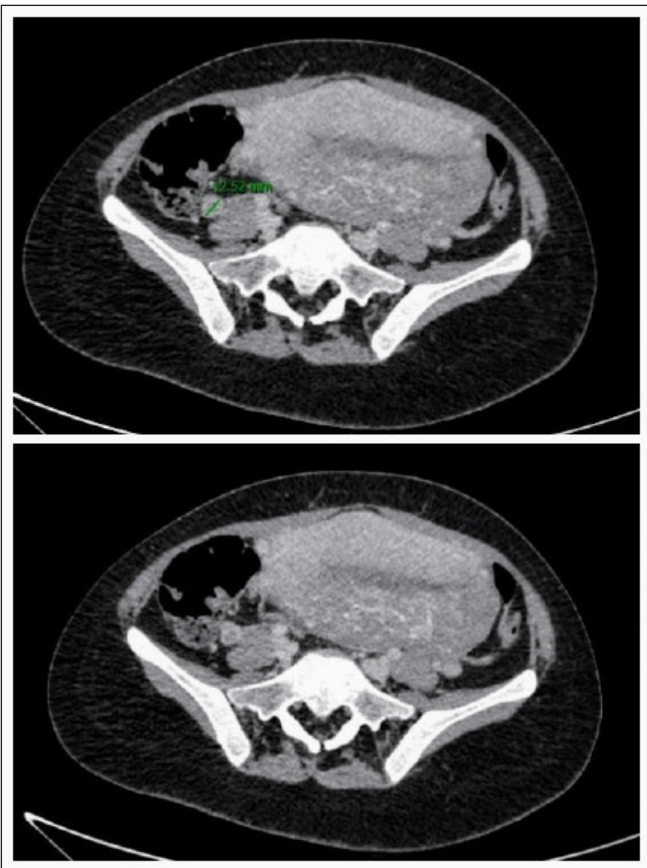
Corte axial de TAC abdominopélvico con contraste que muestra defecto de repleción de la vena ovárica derecha de 23mm en dicho plano, compatible con trombo a dicho nivel.
